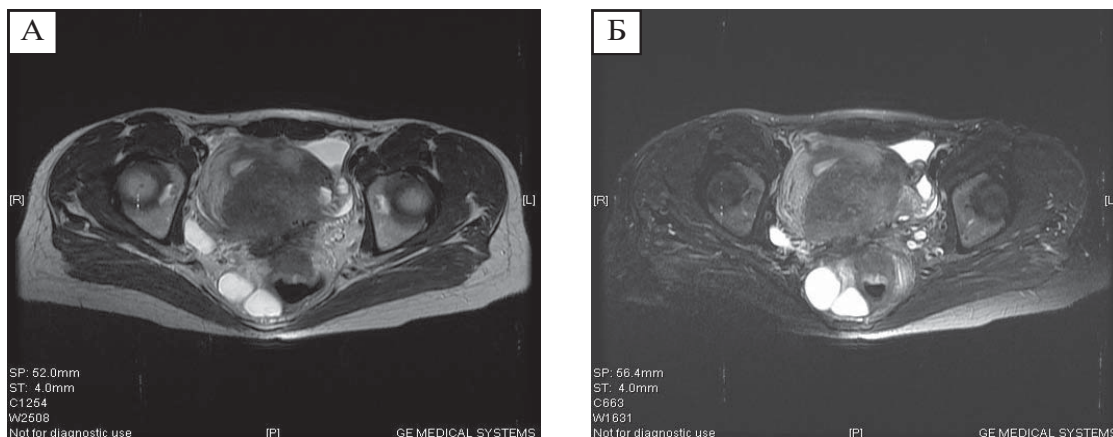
МРТ органів малого тазу в аксіальній проекції. Вузловий аденоміоз. А – Т2-зважене зображення, Б – Т1-зважене зображення.
